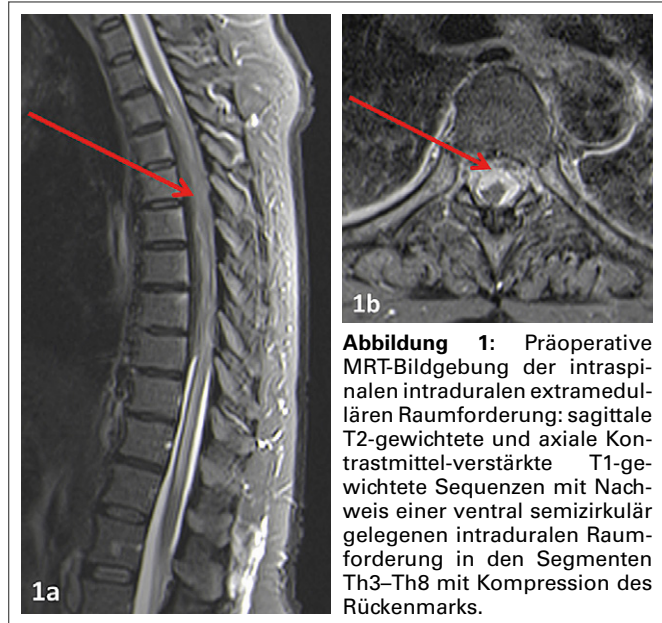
Präoperative MRT-Bildgebung der intraspinalen intraduralen extramedulären Raumforderung: sagittale T2-gewichtete und axiale Kontrastmittel-verstärkte T1-gewichtete Sequenzen mit Nachweis einer ventral semizirkulär gelegenen intraduralen Raumforderung in den Segmenten Th3–Th8 mit Kompression des Rückenmarks.
